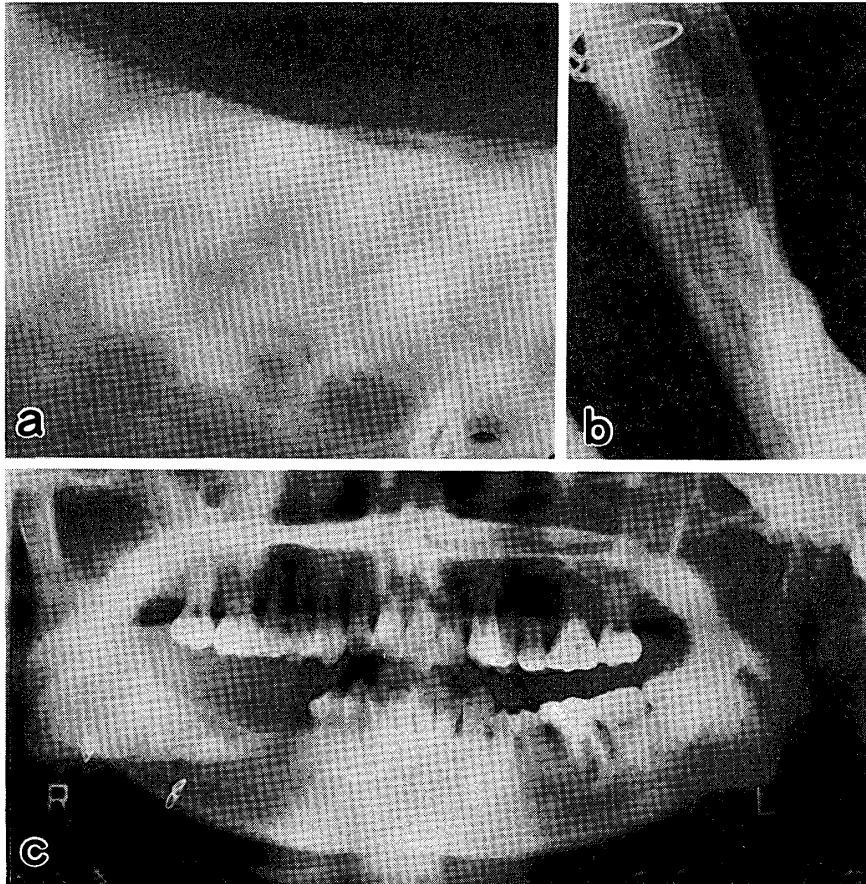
毛細血管性血管腫の1例 (a: 歯科用 X線写真, b: 咬合用 X線写真, c: 回転断層方式パノラマ X線写真)
